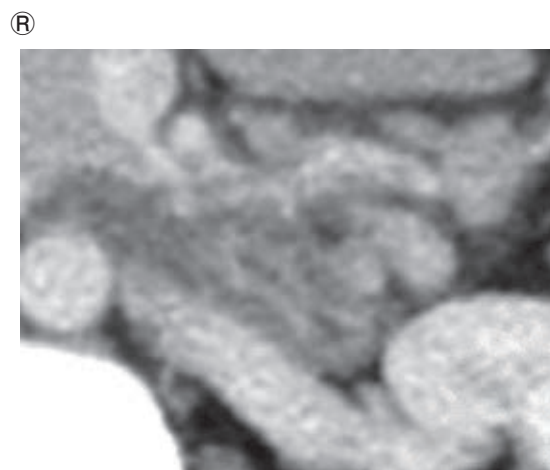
腹部造影CT検査所見。Fig.1aの丸の部分拡大。
